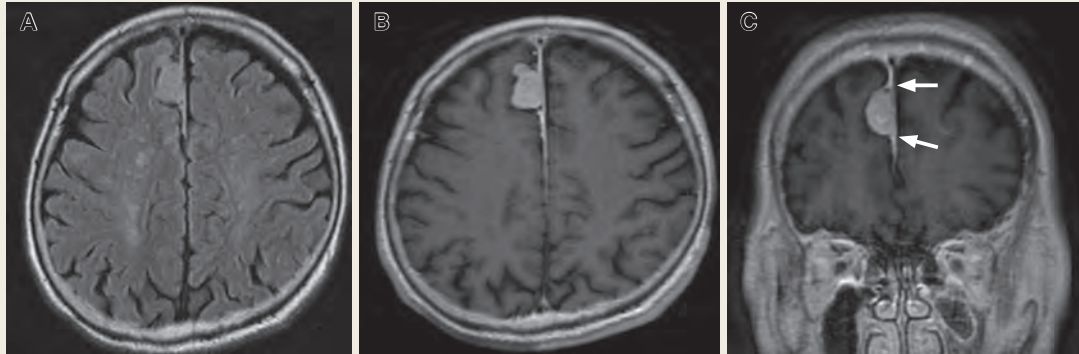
Magnetic Resonance Imaging (MRI) 3 years ago
